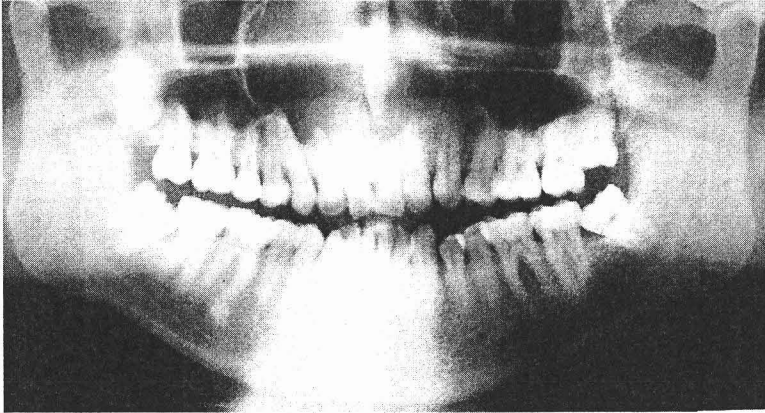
Ortopantomografía de paciente masculino de 32 años de edad, tomada en el departamento de Imagenología de la DEPel que se encuentra dentro del archivo de la CRED de la DEPel de la FO UNAM.
